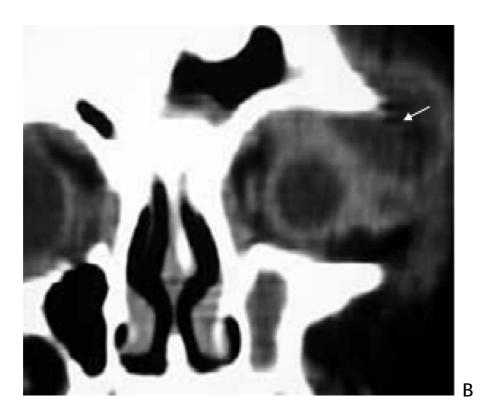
TDM orbitaires montrant un abcès orbitaire se rehaussant en anneau après injection de produit de contraste. A : coupe axiale B : coupe coronale [42]
